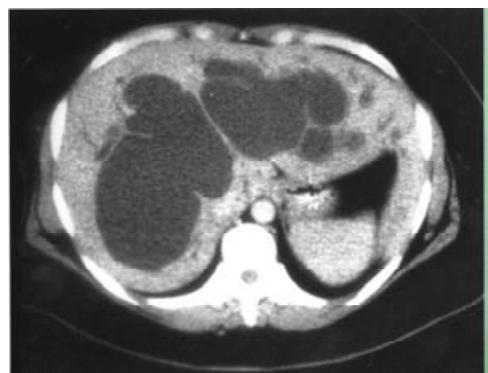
Tomografía axial computarizada que demuestra dilatación de la vía biliar en un quiste de colédoco grado IV¹³
